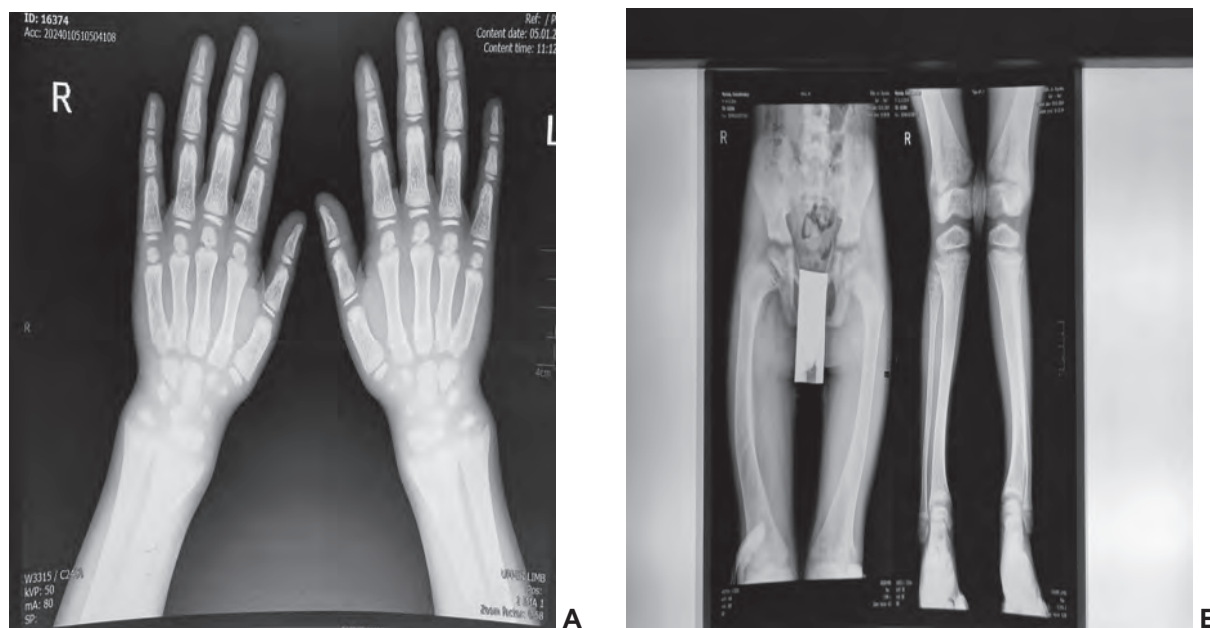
Рентгенограми пацієнта: А – рентгенограма кистей рук в прямій проекції; Б – рентгенограма кульшових суглобів та нижніх кінцівок в прямій проекції.
